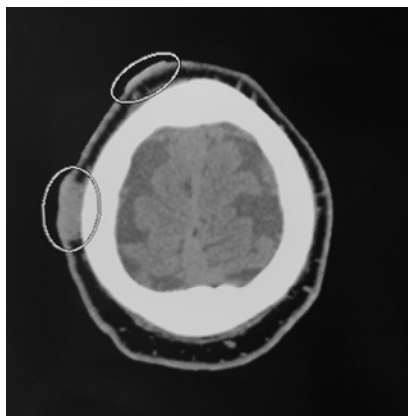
Компьютерная томограмма костей черепа. Прогрессирование процесса в мягкие ткани теменной области с деструкцией костей черепа
